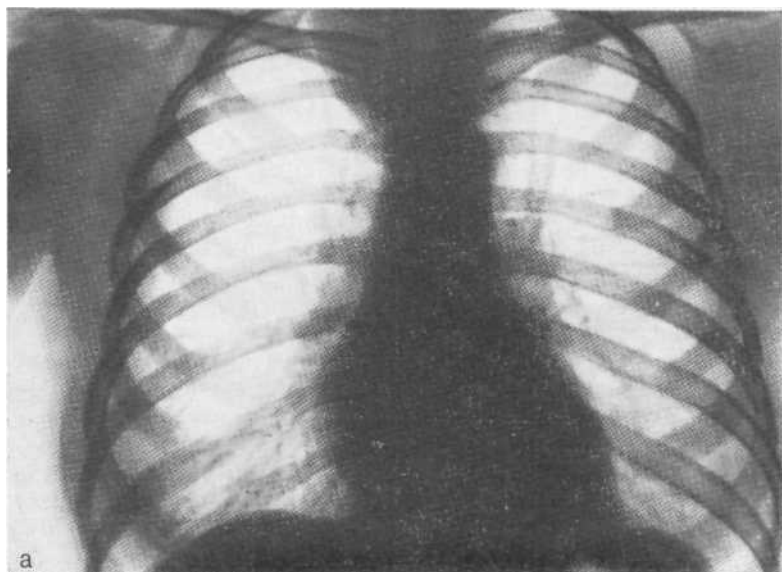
Рентгенограммы в прямой и боковой проекциях (а, б), пневмомедиастинограмма (в). Загрудинный зуб.
